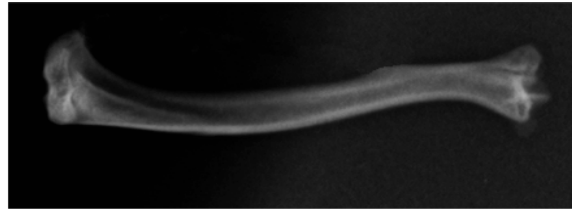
Fotografische (links) und röntgenologische (rechts) Abbildung einer Rattentibia
